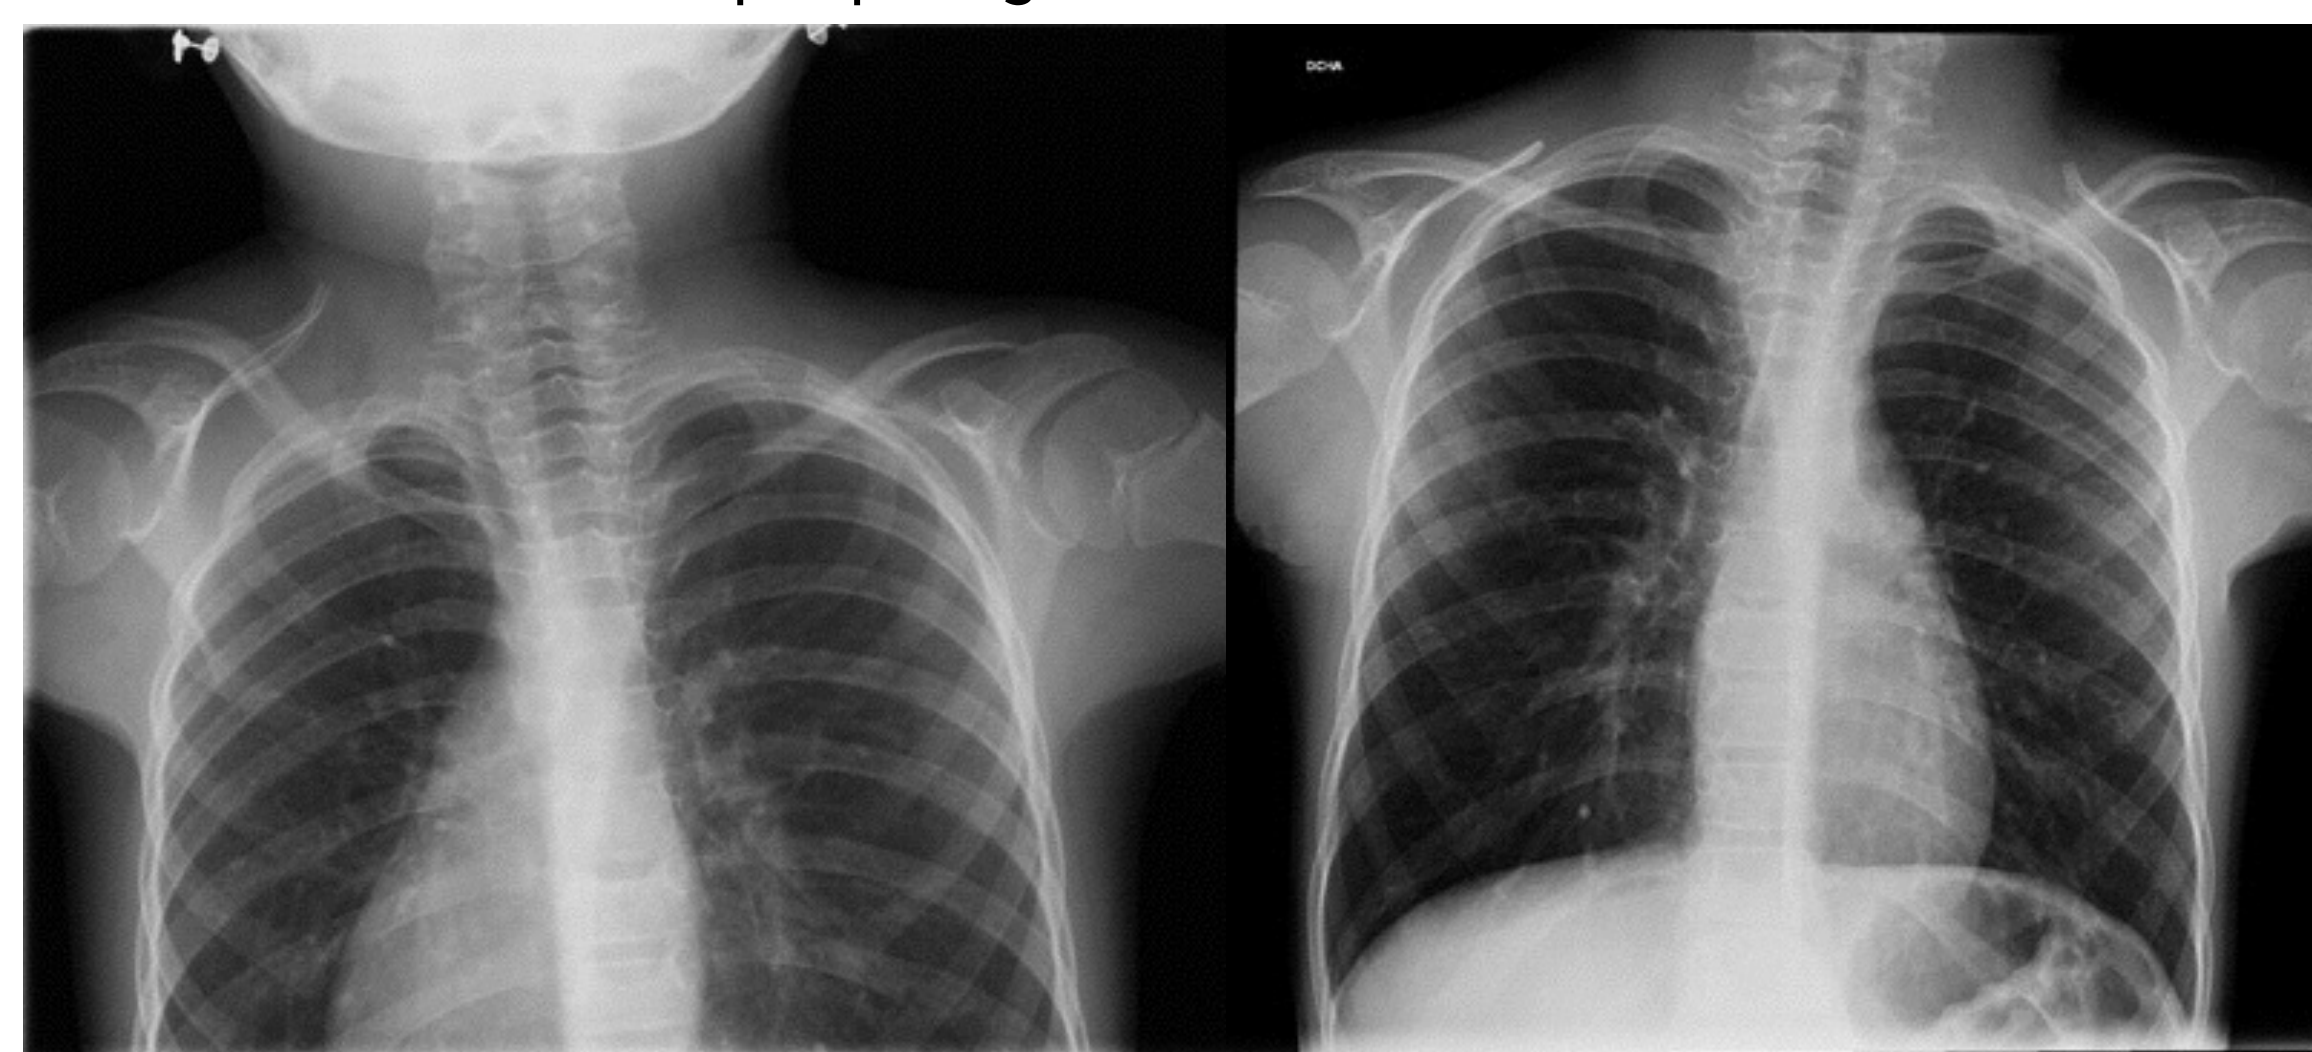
Radiografía de tórax pre y post cirugía
